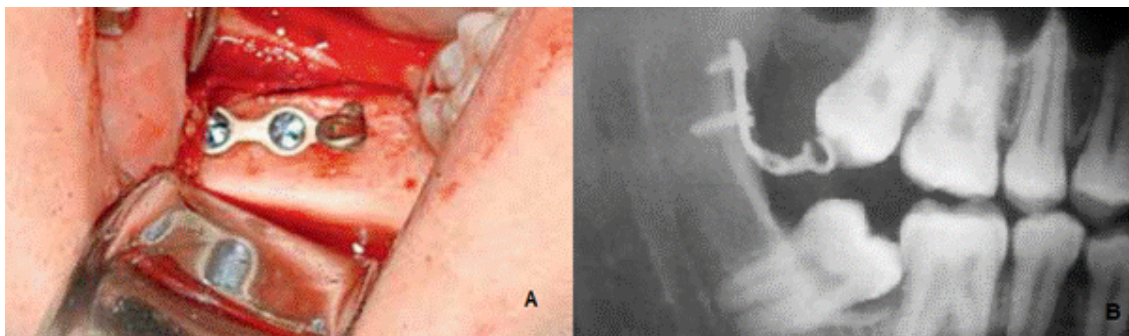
A)Fixação da miniplaca e dos parafusos na área retromolar/ramo mandibular; B) Radiografia realizada imediatamente após a fixação da miniplaca e antes da tração ortodôntica ser iniciada.
